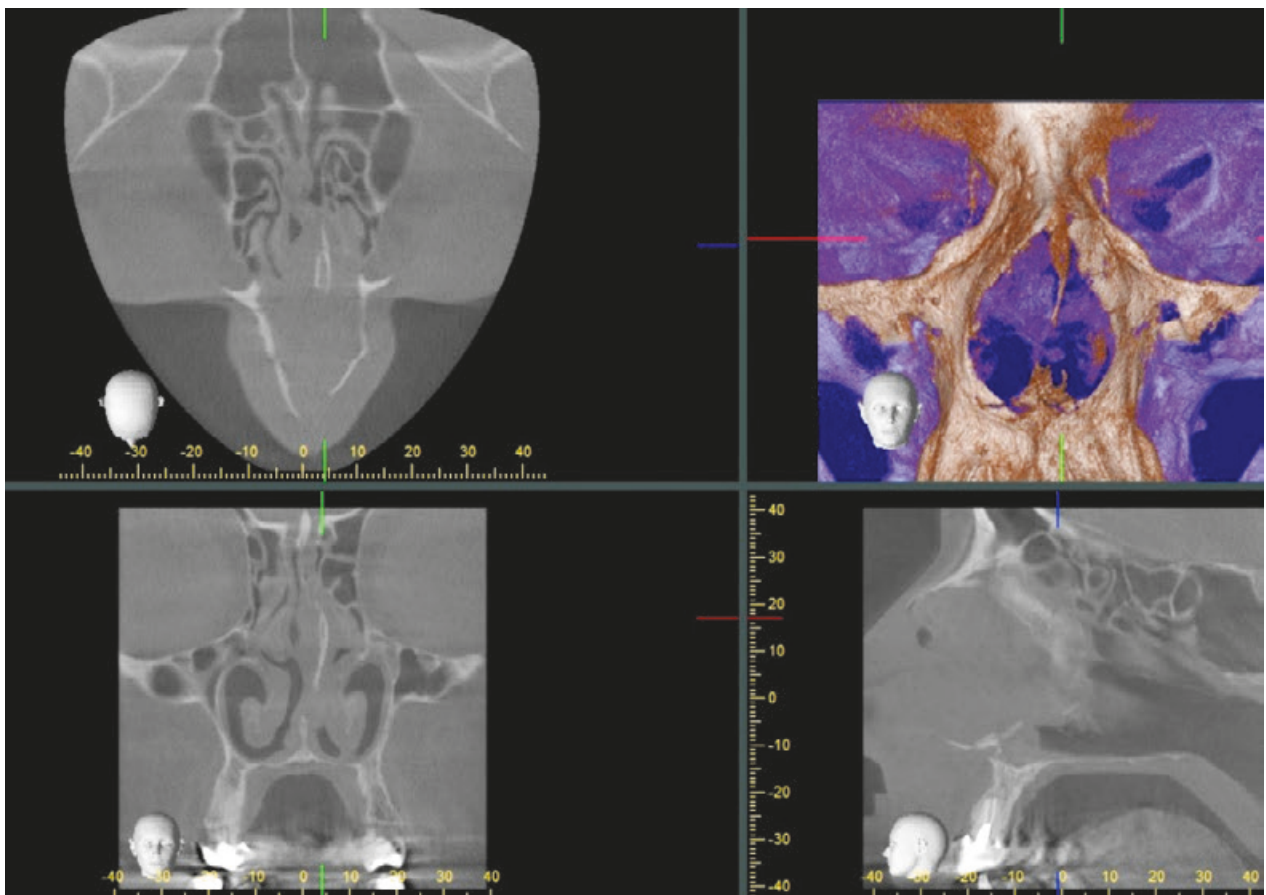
Конусно-променева комп'ютерна томографія лицевого черепа пацієнтки П. віком 38 років. Переломи кісток носа, носової перегородки та носової ості
